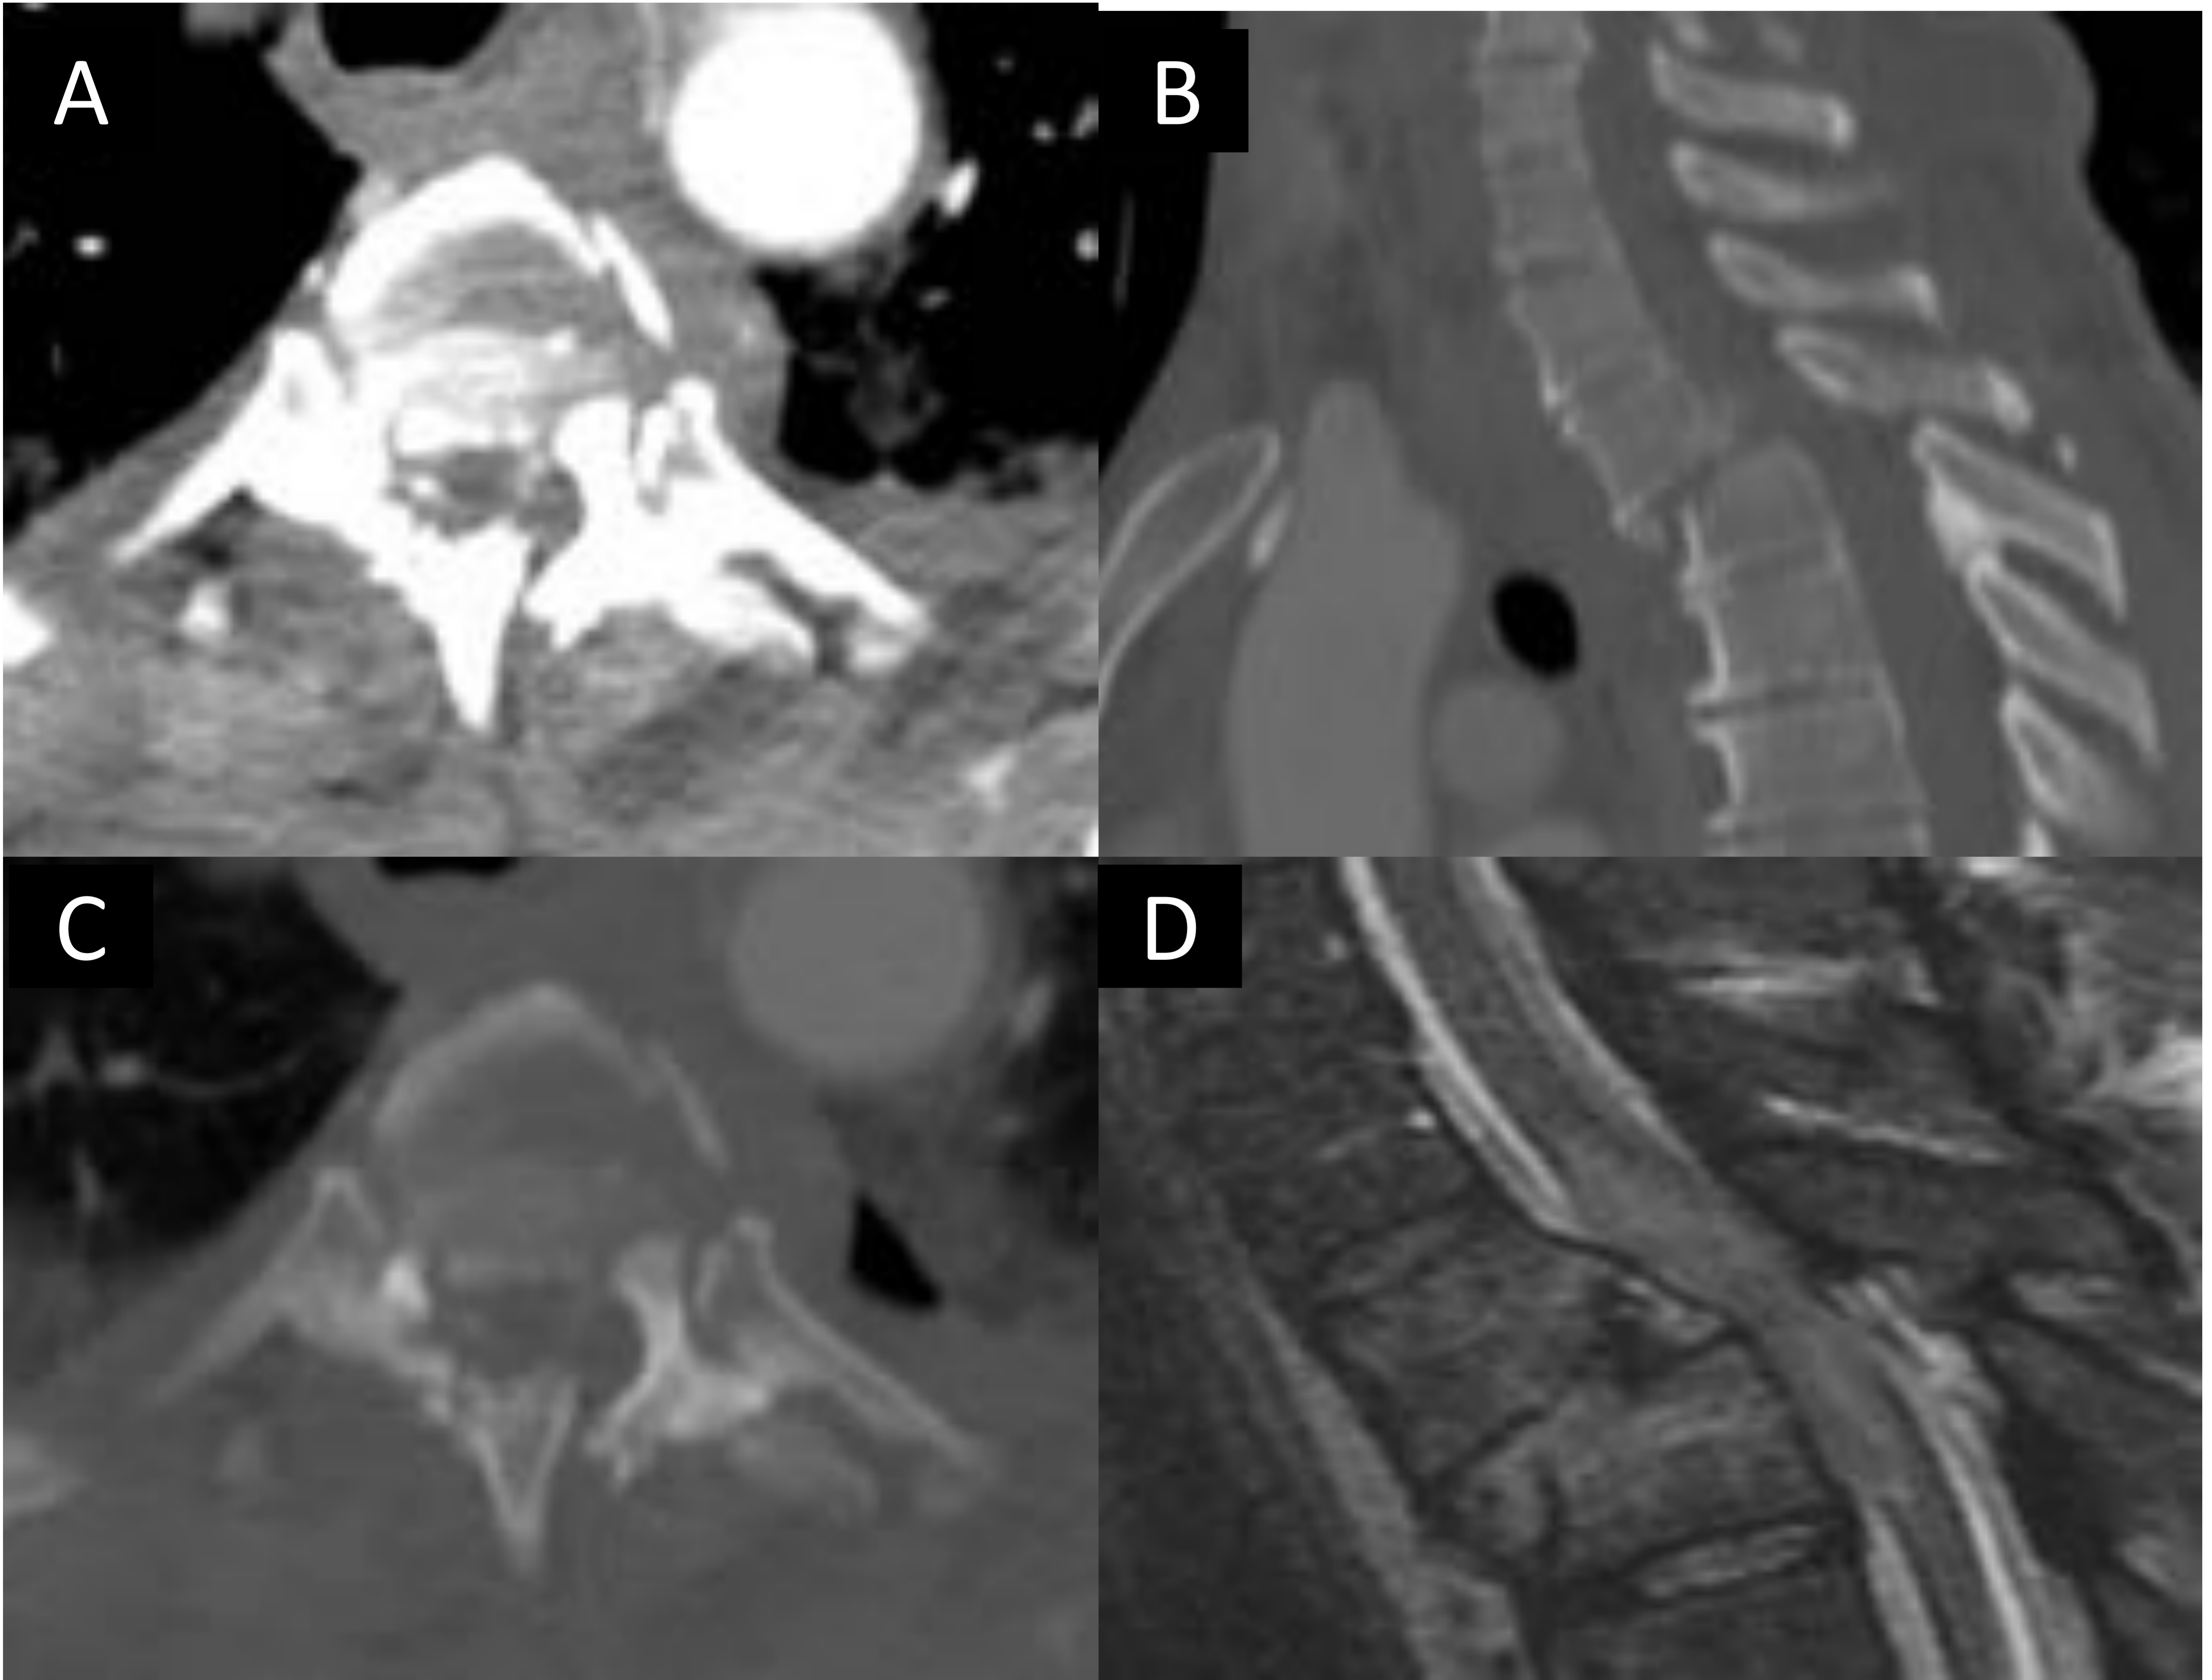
Reconstrucciones sagital (B) y axiales (A y C) de TC. Imagen sagital de RM potenciada en T2 con saturación grasa. Varón de 49 años. Accidente de tráfico. Fractura luxación T3 y T4 con anterolistesis T3 que condiciona estenosis del conducto medular. Trazos de fractura bilaterales afectan a los elementos posteriores de T3. RM de columna torácica potenciada en T2 que revela obliteración de columnas anterior y posterior de LCR y compresión de la médula espinal.
